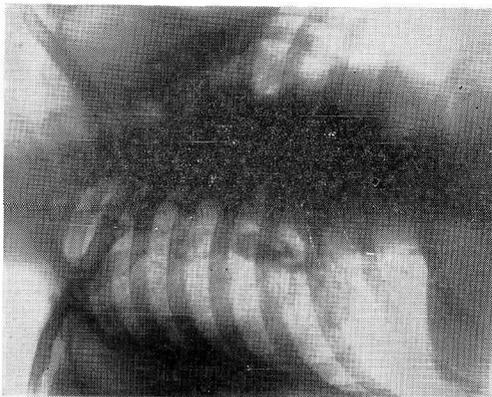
【症例 3】 35才, ♀, 肺結核症。術前X線像：左上野は胸成術による虚脱像, 下野は気腫化の傾向を示す。
